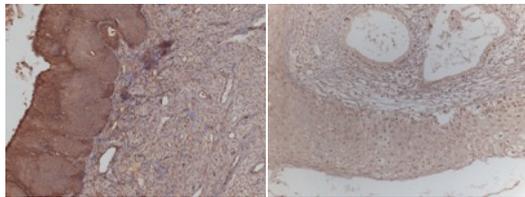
IL-1α 左 CT(+), 右 CT(-)
